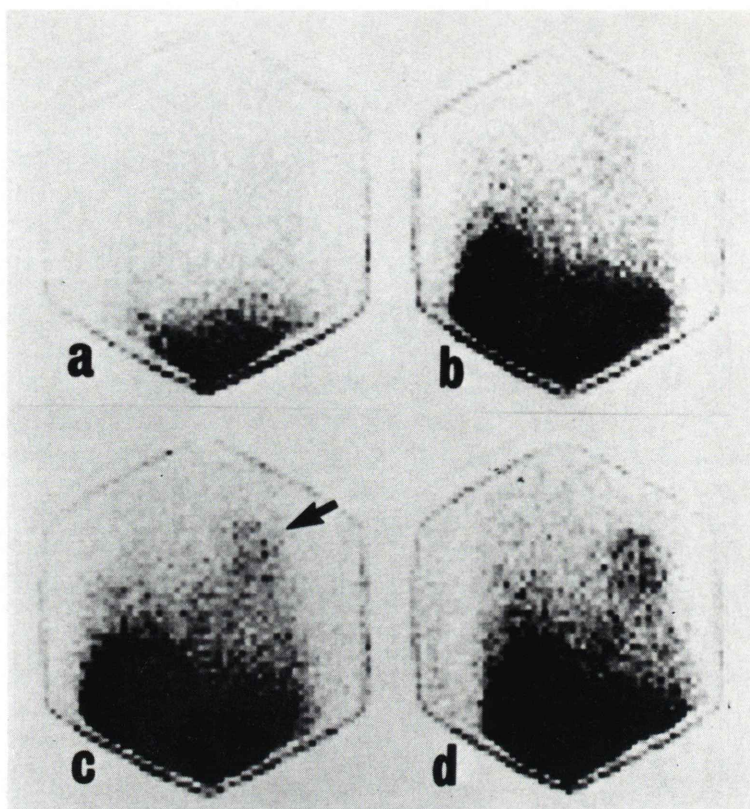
Every 30 min sequential scintigram after oral administration of 0.5 mCi  $^{201}\text{Tl}$  enclosed enteric coated capsule in a 64-year-old man with liver cirrhosis associated with hepatocellular carcinoma. The liver is clearly visualized 30 min after collapse (a) and becomes clearer with time (b-d) similar to control subject. H/L ratio was 0.36 at the time of b.
